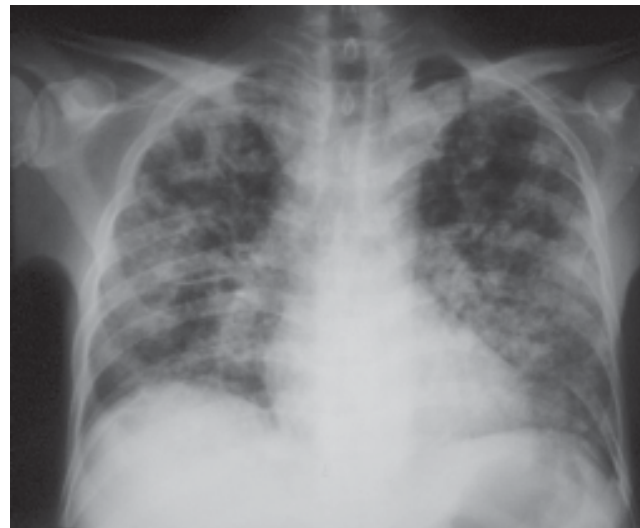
Radiografía frontal del tórax. Se destacan opacidades heterogéneas de los campos pulmonares.
